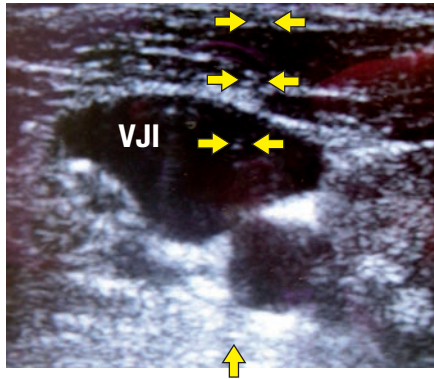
sonograf. Lagekontrolle
